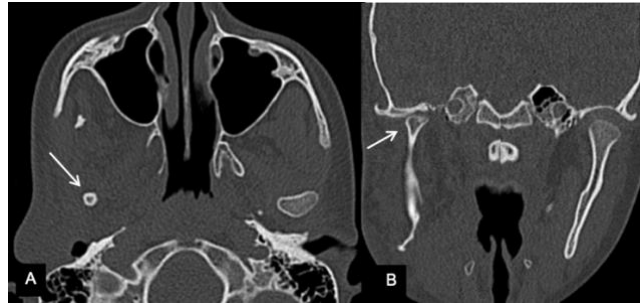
Tomografía computarizada en donde muestran la hipoplasia condilar de lado derecho (indicada con flechas).²⁶
